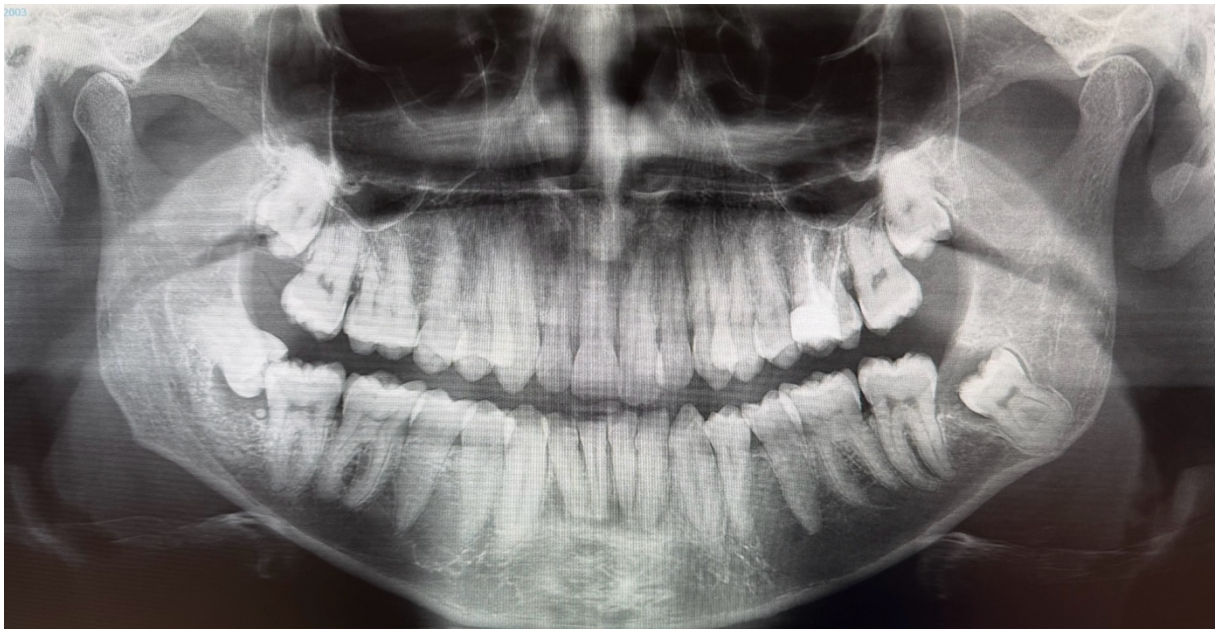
Radiographie panoramique initiale. Courtoisie Docteur A. Promerat.
